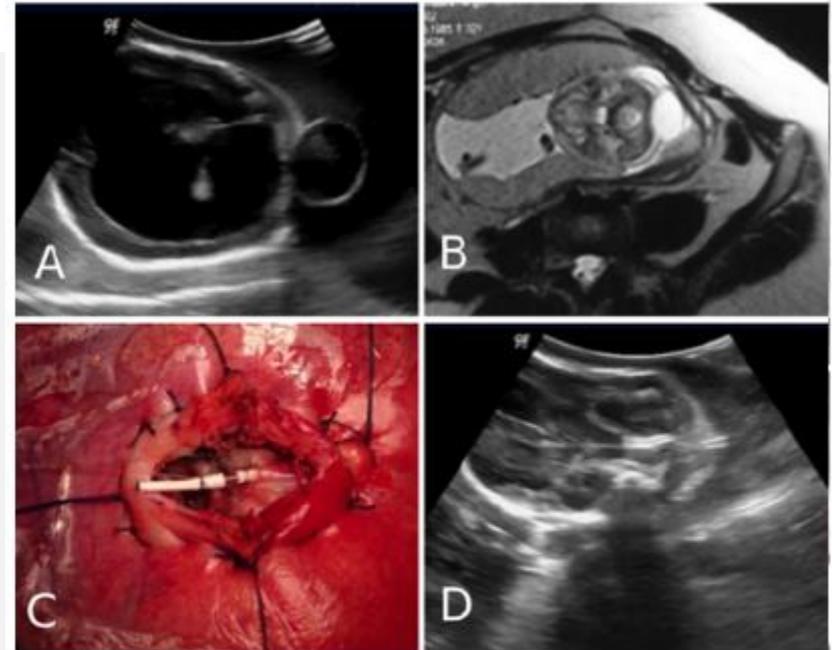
Case 2. Images obtained at 18 weeks of gestation in a male fetus who was found to have an OE. A: Fetal sagittal ultrasound image showing an OE associated with ventriculomegaly. B: Fetal MR image showing the predominantly cystic OE. C: Ventriculoamniotic shunt is implanted in the fetus and fixed with nylon 5-0 sutures in the skin. D: Ultrasound image obtained on the 1st day postoperatively, revealing the absence of ventriculomegaly.
